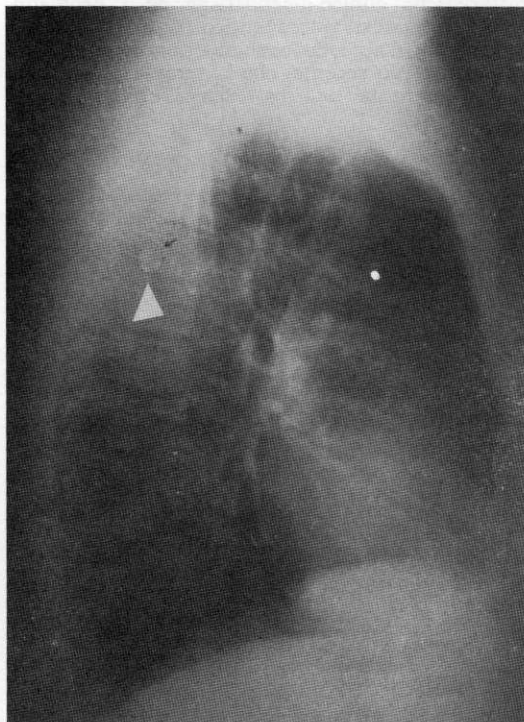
Z.L. a. 56. Radiografia standard del torace, in laterale, che meglio evidenzia la radio-opacità rotonda del lobo superiore destro.
